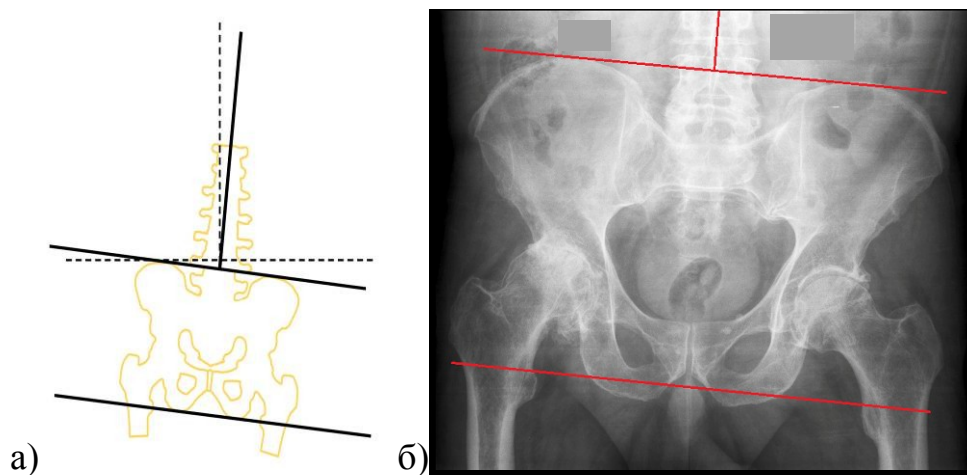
Скиаграмма (а) и передне-задняя рентгенограмма (б) комплекса «тазобедренные суставы – таз – позвоночник» больного И., 64 лет, с двусторонним коксартрозом и фронтальной статической деформацией позвоночно-тазового комплекса 4 типа.
